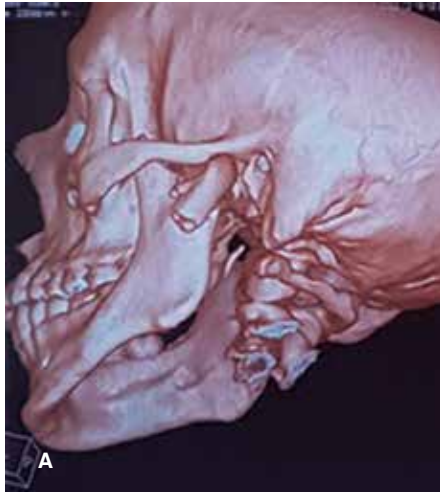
A) Tomografía vista lateral.
